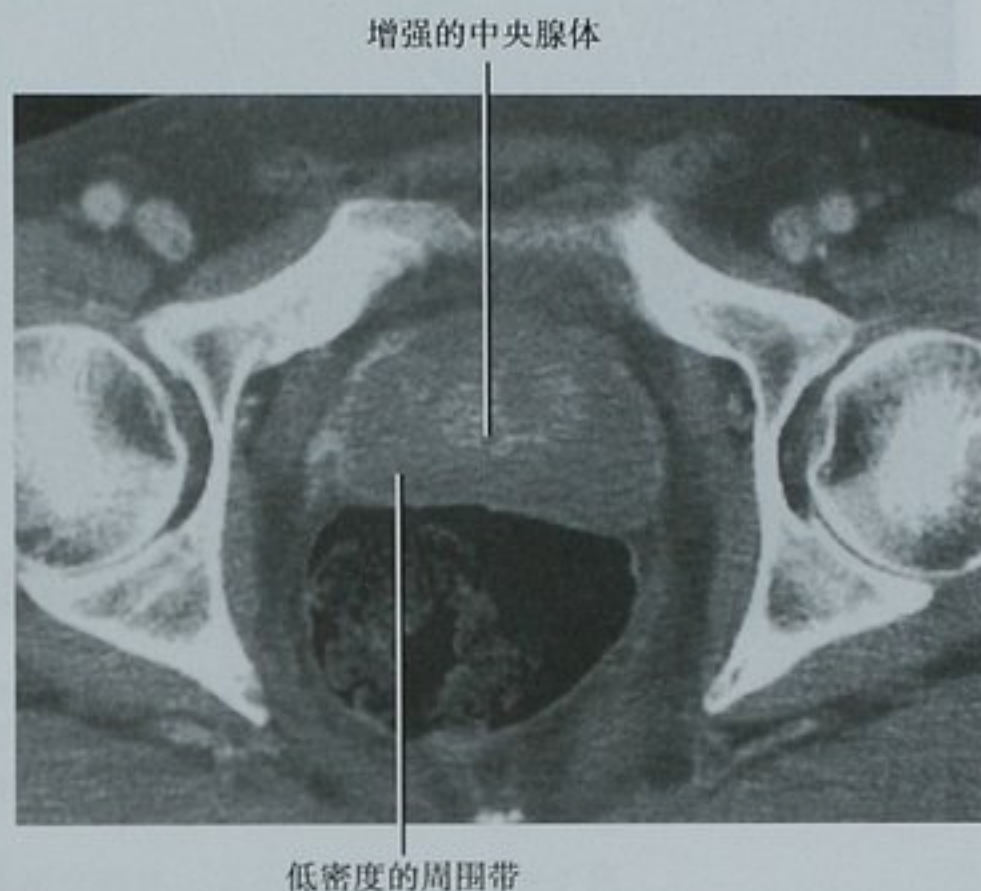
一位 42 岁男性的轴位增强 CT 图像可显示部分解剖分区
